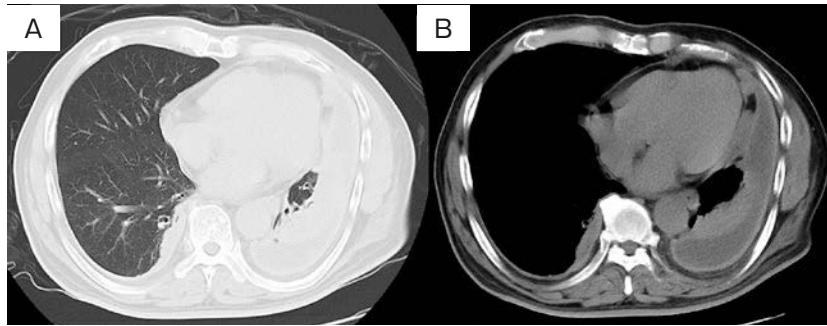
Chest CT on admission. (A, B) Chest CT revealed left-sided pleural effusion and bilateral pleural plaques.
